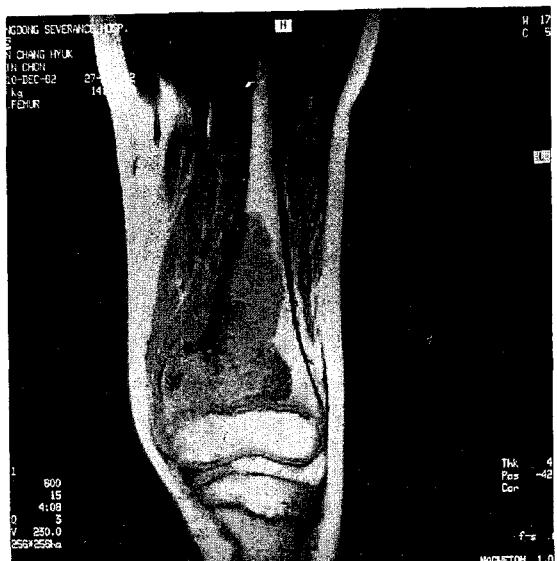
The MRI shows cortical breakdown and soft tissue extension. The tumor invades 10 cm proximally above joint line.
